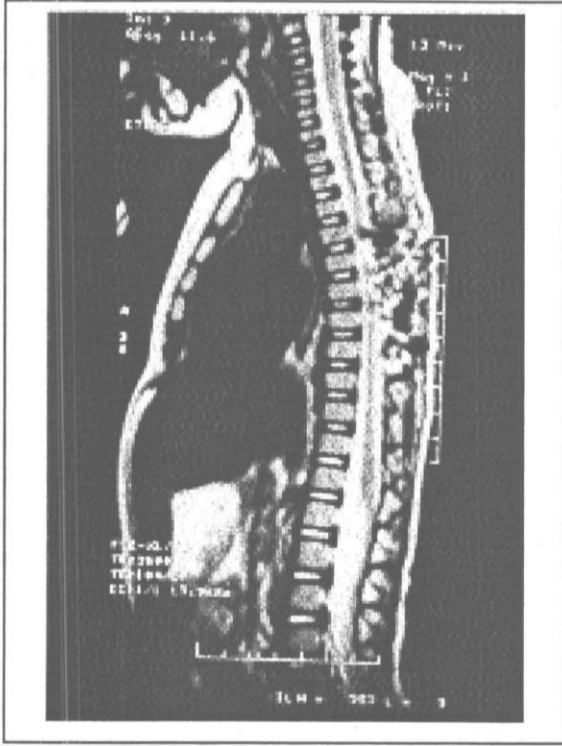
Lezyonun preoperatif sagittal T2 ağırlıklı MRI kesitinde, hiperintens görüntüsü. Belirgin kompresyona neden olmakta idi. MRI
